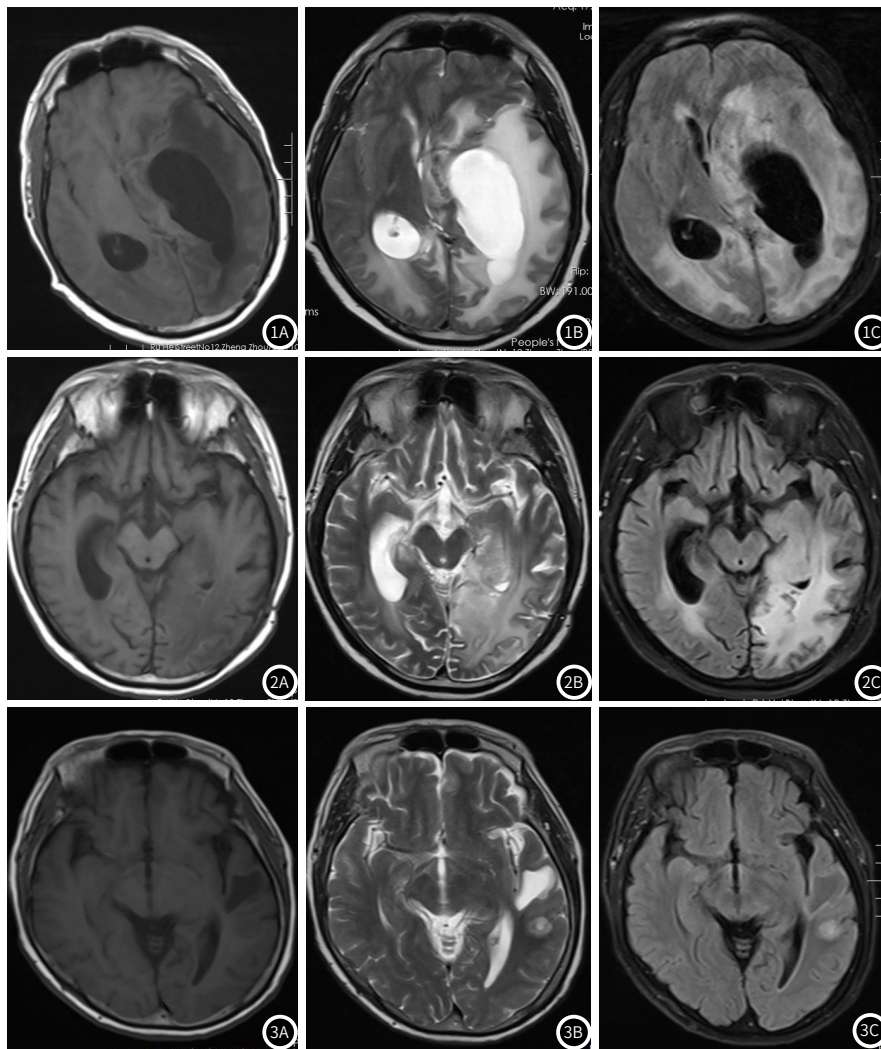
脑胶质瘤复发。图1A、图1B: MRI检查T₁、T₂病灶区不均匀强化;图1C: 病灶区Cho升高, NAA、Cr降低, Cho/Cr、Cho/NA升高。图2 脑胶质瘤假性进展: 图2A、图2B: MRI检查T₁、T₂病灶区不均匀强化;图2C: MRS检查病灶区Cho/Cr下降, NAA/Cr下降, 并出现乳酸峰。图3 放射性脑损伤: 图3A、图3B: MRI检查T₁、T₂病灶区不均匀强化;图3C: NAA、Cr消失, Cho下降明显。
